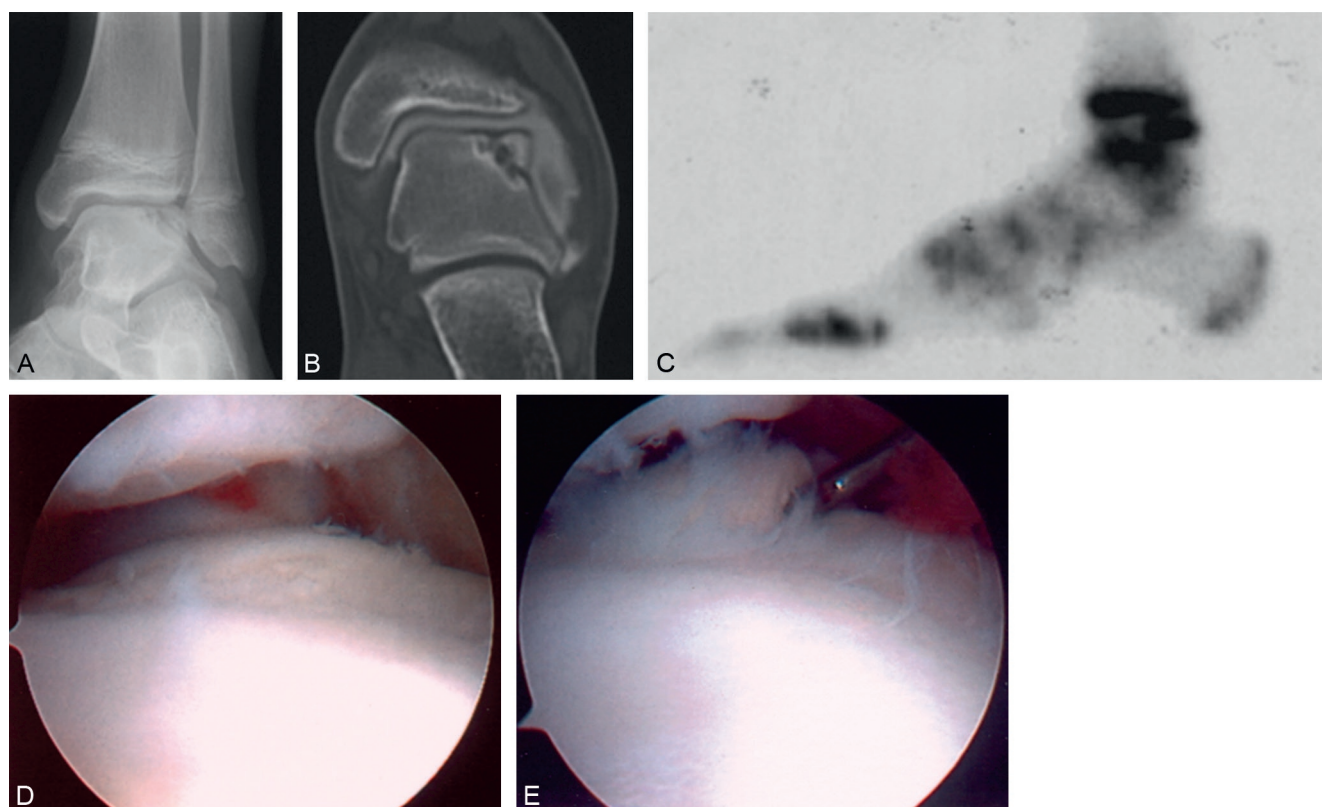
Radiographie montrant une lésion de stade III dans la classification de Berndt et Harty au niveau latéral du dôme talien.
